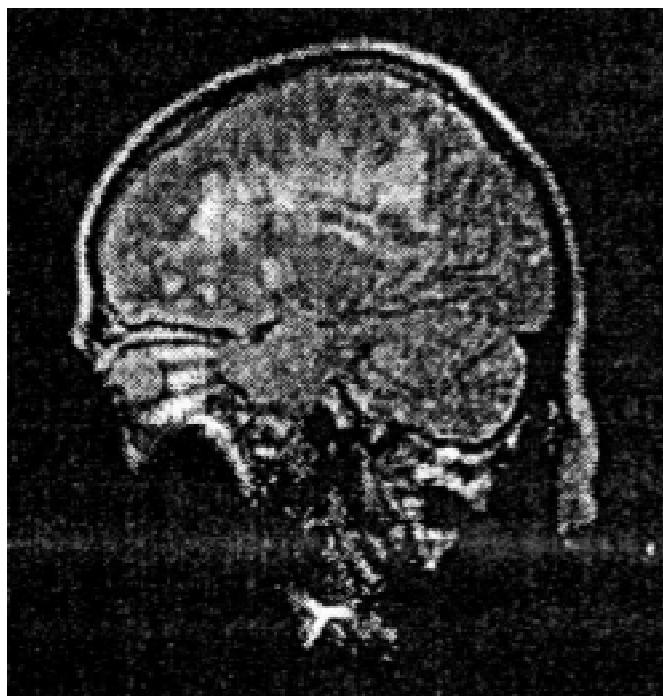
МР-томограма хворого Т., 59 років. Т2-зважене зображення. Явища лейкоареозу
